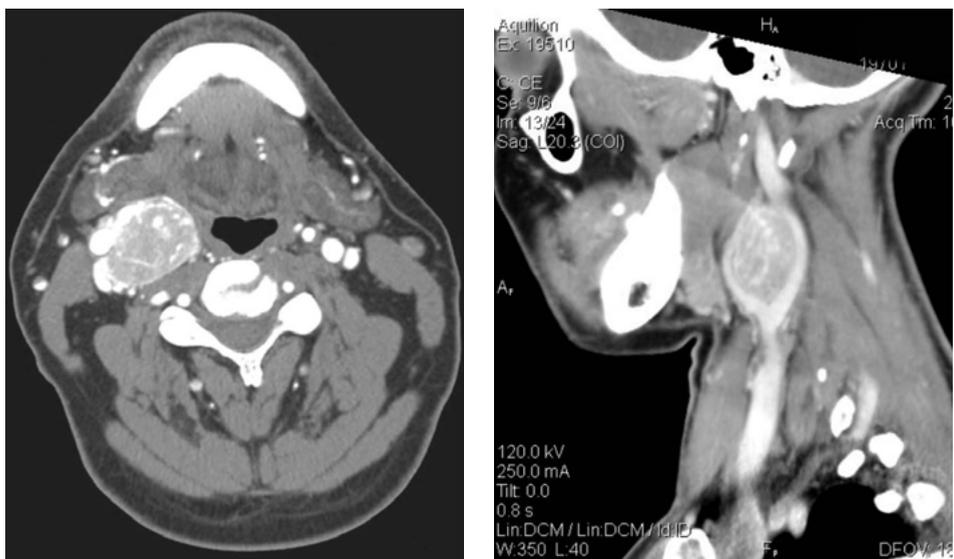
TC con contrasto: Massa infiltrante la divaricazione della arteria carotide con spiccato enhancement suggestiva di paraganglioma carotideo.
